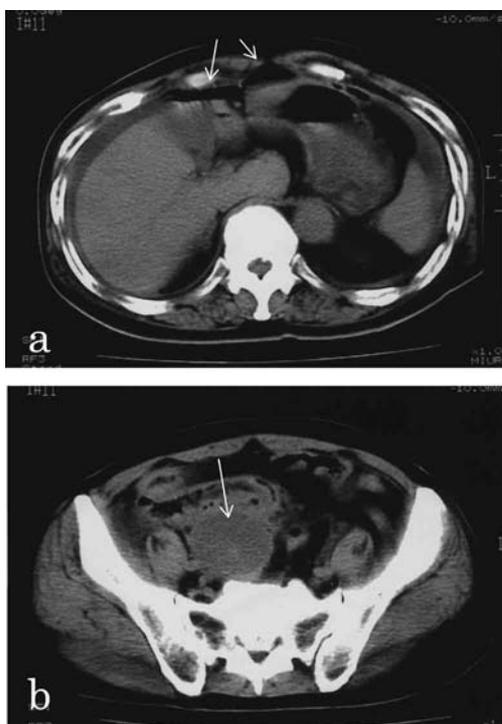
腹部CT検査所見 (2002.6.13)
